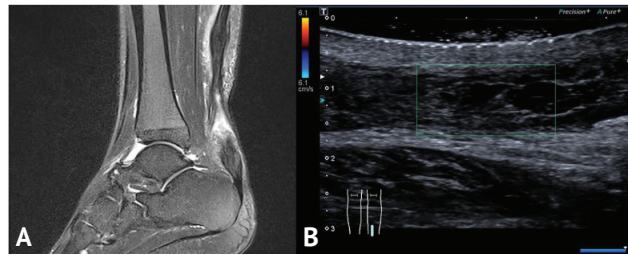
Предоперационная визуализация, показывающая хронический разрыв ахиллова сухожилия: (А) магнитно-резонансная томография и (В) ультразвук. Зеленая рамка показывает, что ахиллово сухожилие срослось с окружающими мягкими тканями, проксимальная культя сократилась, дефект составлял около 60 мм, полное отсутствие совместных движений дистальной и проксимальной культы
